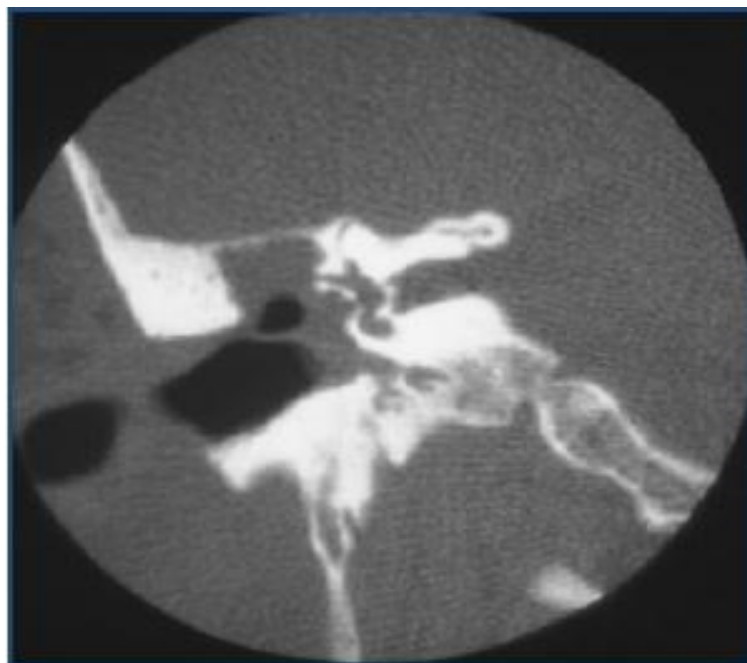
Coupe TDM Coronale montrant une ostéolyse de la coque osseuse du canal semi-circulaire latéral associée à un comblement de la cavité tympanique par une masse de densité tissulaire (Iconographie service ORL Pr Alami).
